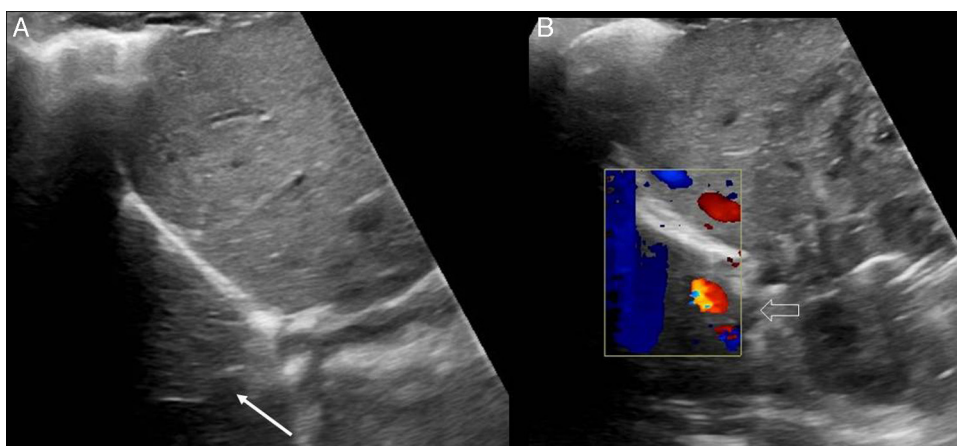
Ecografía torácica con abordaje transdiafragmático: «artefacto en espejo». A) Imagen en modo B en la que se aprecia una proyección del hígado sobre el lóbulo inferior derecho, dando lugar a una opacificación de este (flecha) y simulando una condensación pulmonar. B) Imagen de Doppler color donde se visualizan los vasos hepáticos proyectados sobre el lóbulo inferior derecho (flecha).
